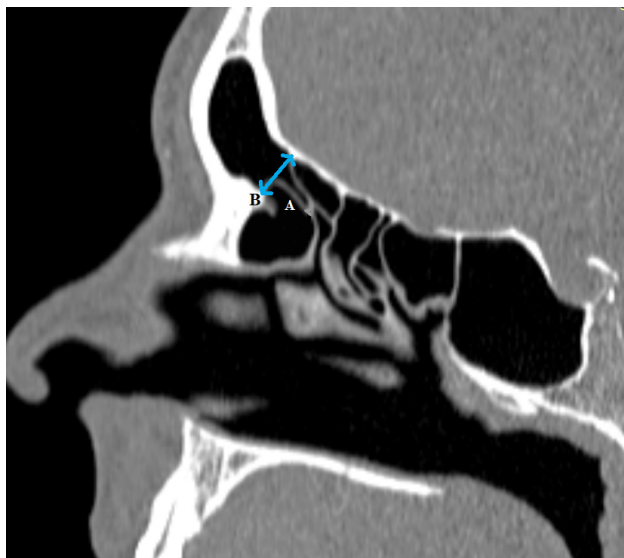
Компьютерная томография околоносовых пазух, сагиттальный срез: А — сообщение между решетчатой и лобной пазухой; В — соустье лобной пазухи согласно IFAC
